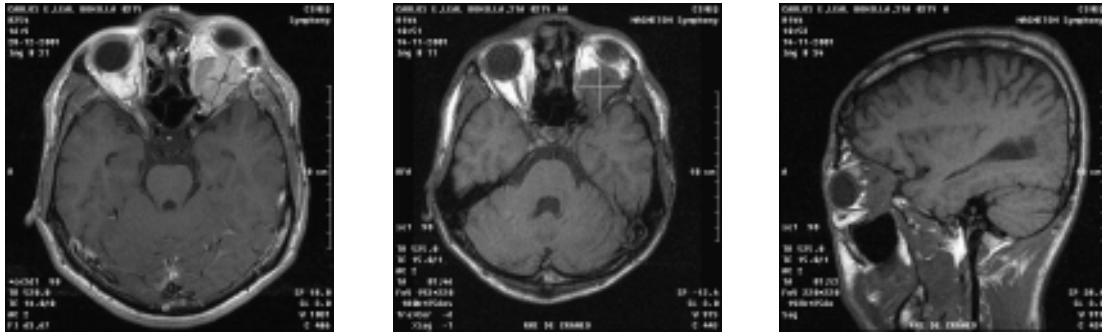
(a,b,c) Imágenes de RMN simple en T1 y T2 con gadolinio en cortes axiales y sagitales donde se observa lesión tumoral que ocupa el espacio del cono orbitario izquierdo en su totalidad, que penetra parcialmente en el interior del canal óptico, rodeada de área de fibrosis.
